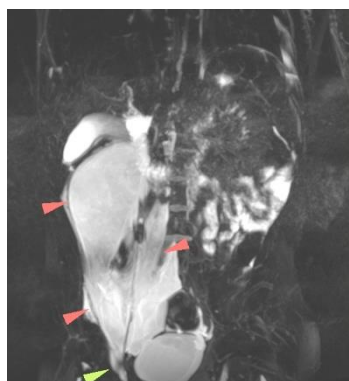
Передопераційне фото та МРТ-дослідження пацієнта М., 6 місяців.
